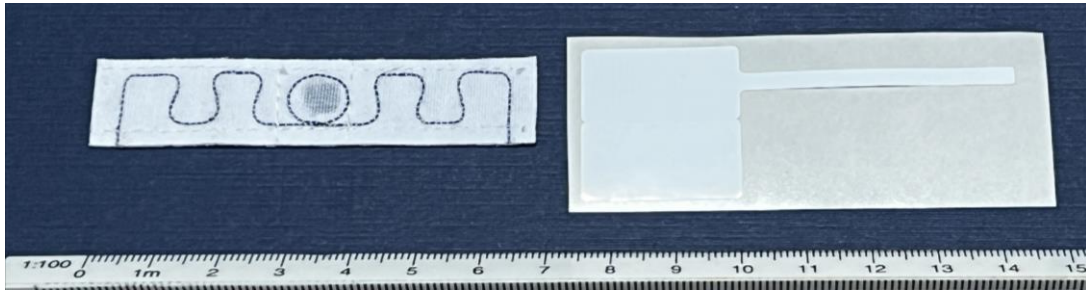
TAG de tela TAG-RFID Laundry Tag-Text Tracks (izquierda) y TAG de plástico Ce33044 PET (derecha).
